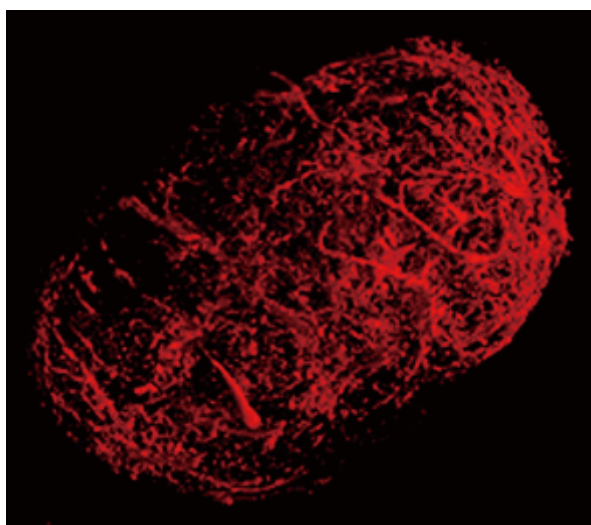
Three-dimensional images of tumor vasculature visualized by micro-CT.
